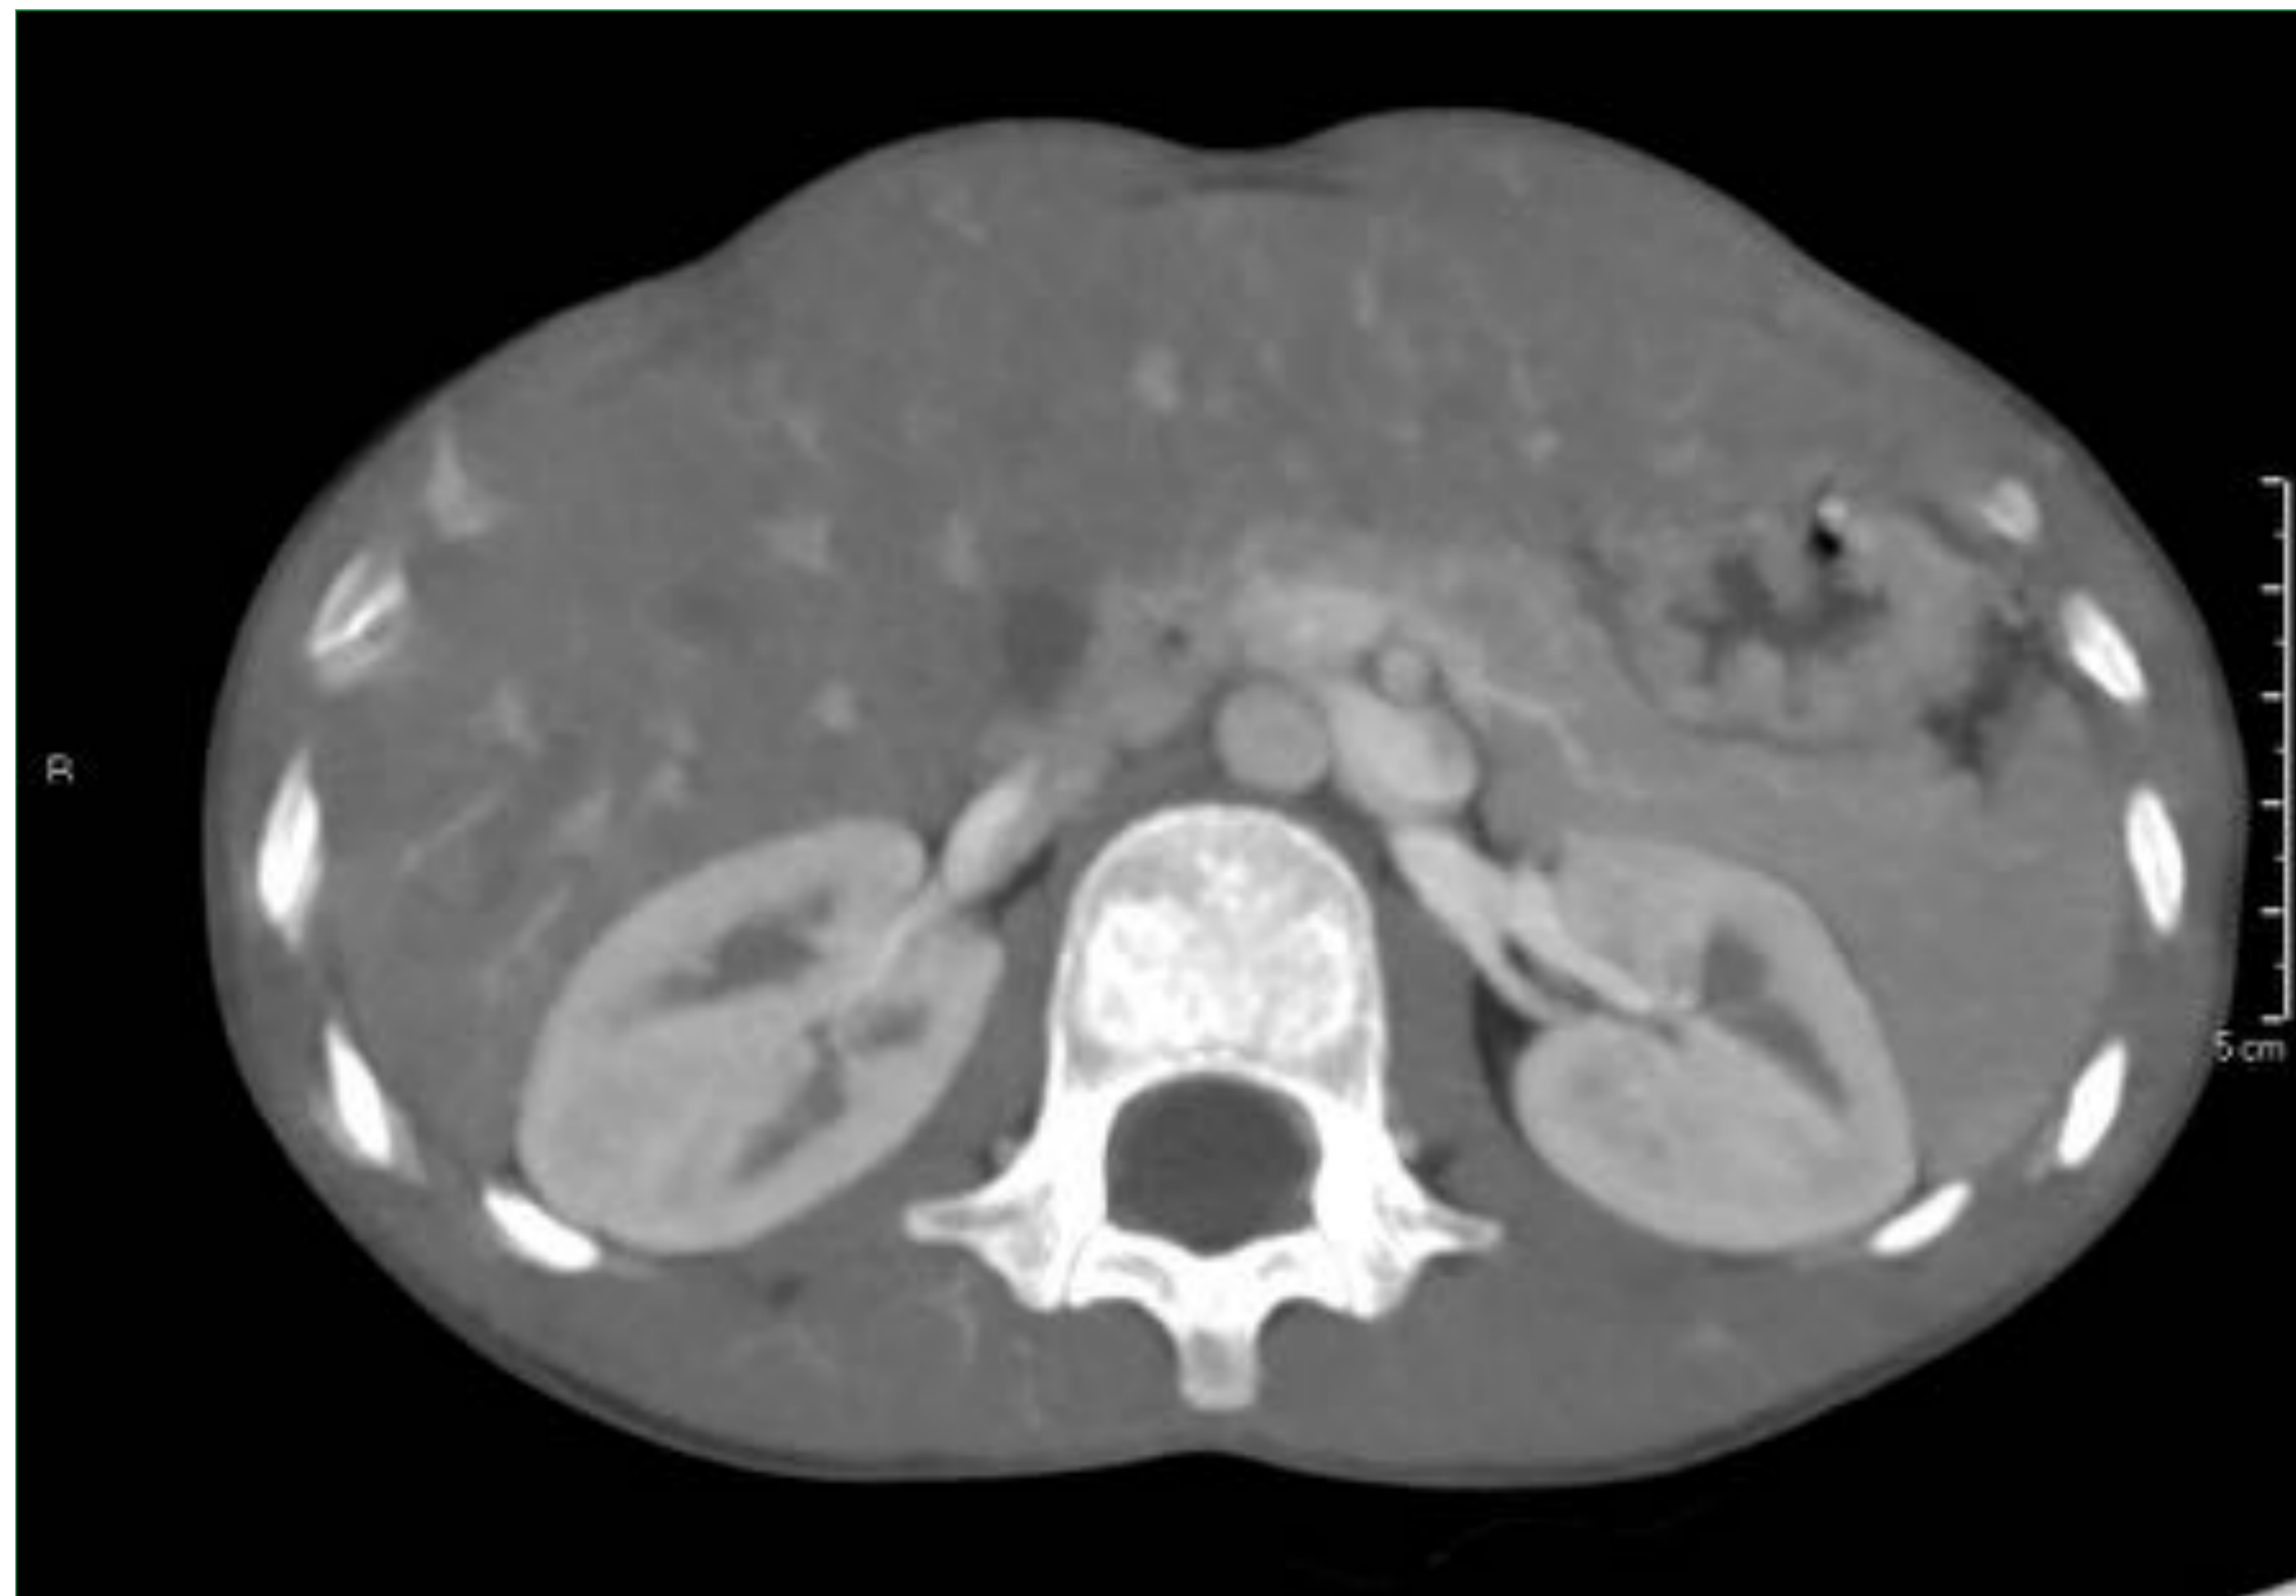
Angio TC, axial. Disposición aortomesentérica de la confluencia entre ambas venas cavas
